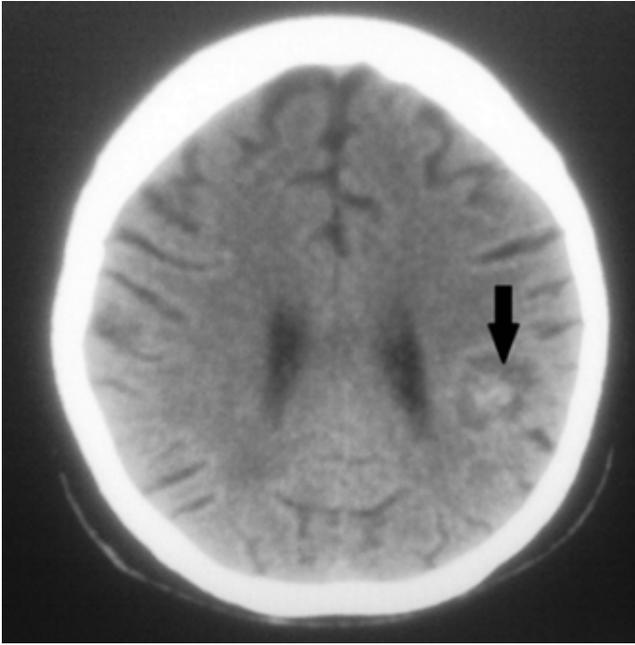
TAC que muestra una metástasis en la región frontotemporal izquierda.
